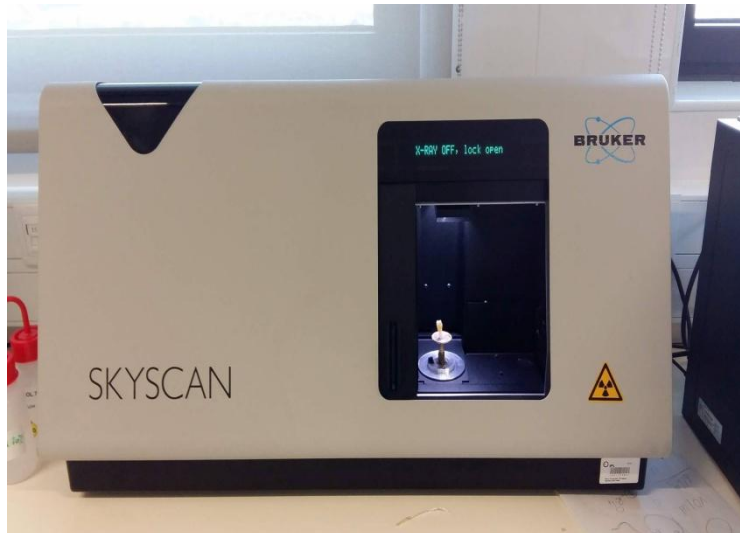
Micro-CT SKYSCAN modelo 1174 v.2; Versão de software 1.1 (SkyScan, Kontich, Bélgica).
